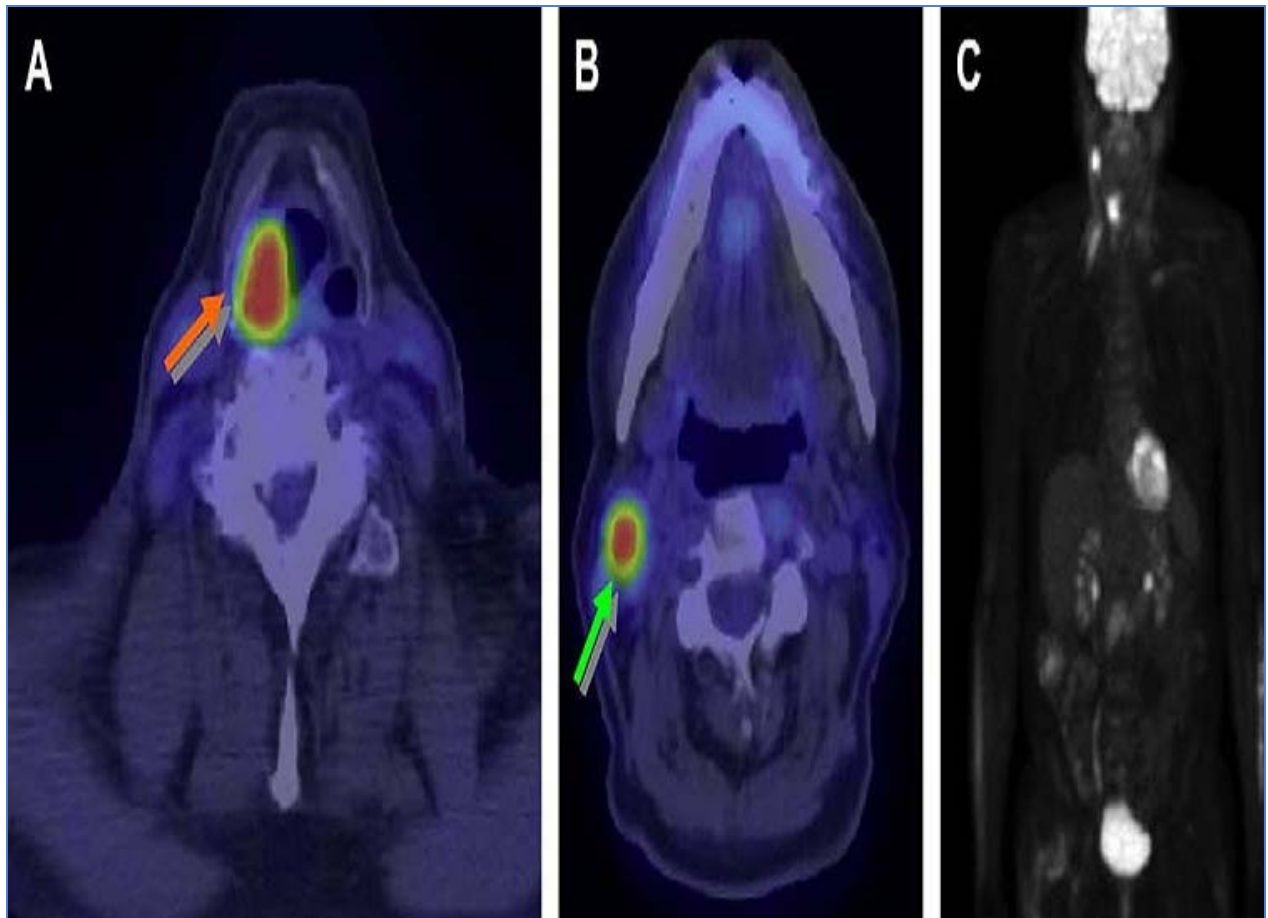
Récidive ganglionnaire objectivée sur le PET-SCAN après 14 semaines de la fin du traitement par chirurgie et radiothérapie
